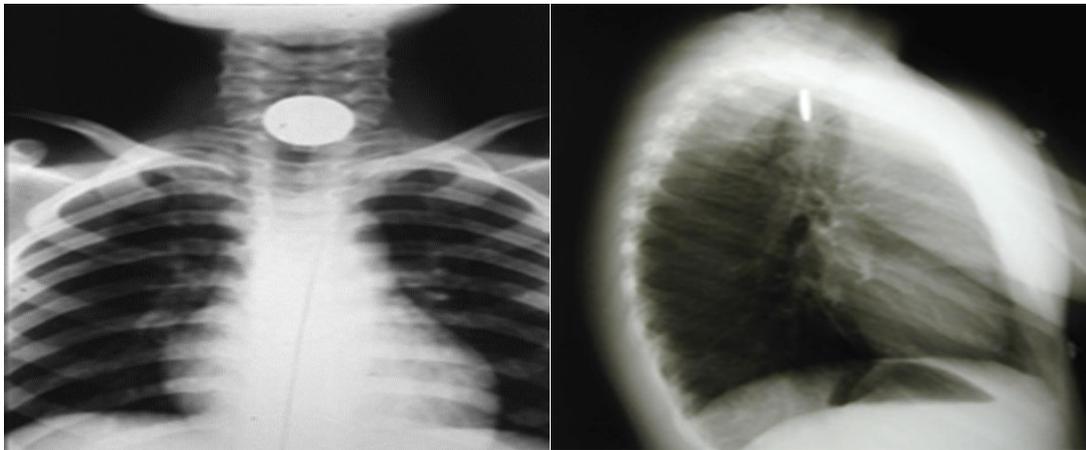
radiographie standard du thorax face et profil : opacité arrondie de tonalité métallique se projetant en regard de C5 C6
